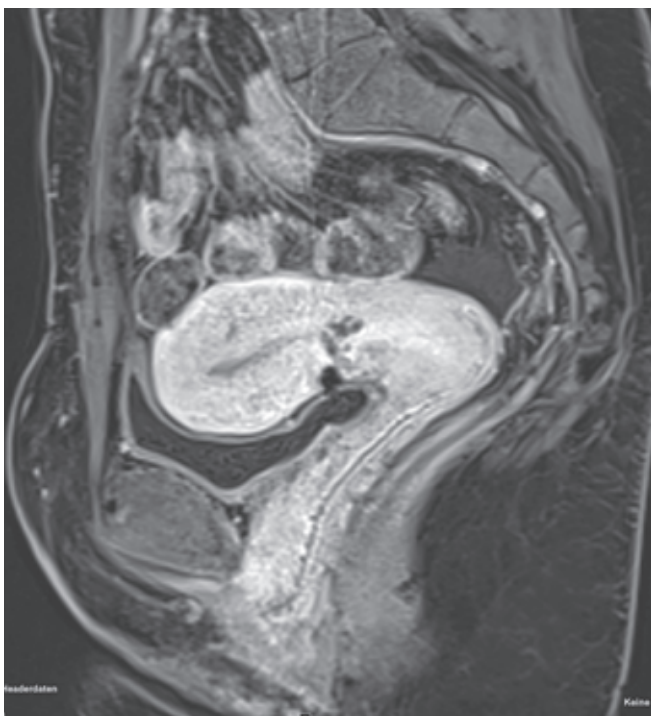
Nach lsc. OP inhomogene Zervixwand, die Pat. bleibt symptomatisch (MRI).
